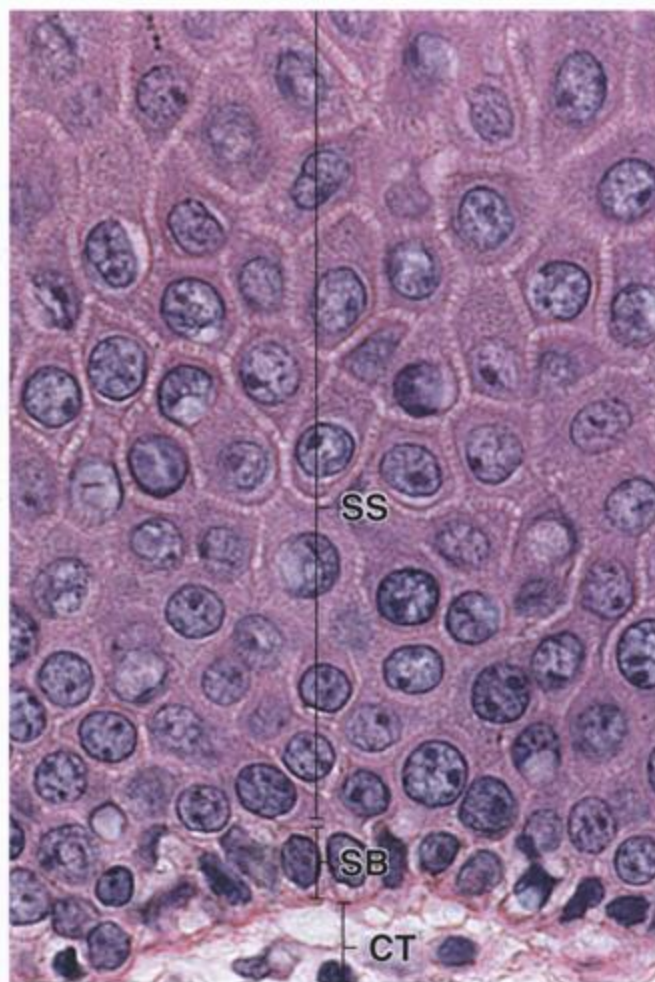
Microfotografía de los estratos basal y espinoso. Aquí se muestra con más aumento la epidermis de la piel fina. La capa de una sola célula de espesor en la base de la epidermis justo por encima del tejido conjuntivo (CT) de la dermis es el estrato basal (SB). Las células de esta capa están apoyadas sobre la membrana basal. Una capa conocida como estrato espinoso (SS) está situada justo por encima del estrato basal y consiste en células que tienen "espines" en su superficie. Estas proyecciones de aspecto espinoso están unidas a las proyecciones de células contiguas por medio de desmosomas y en conjunto se ven como puentes intercelulares. 640 ×.
